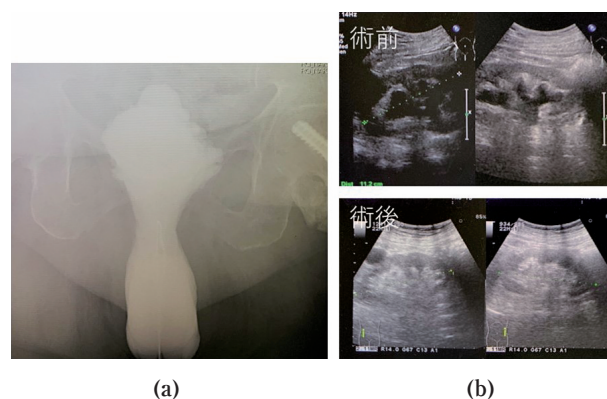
(a) Cystography shows prominent cystocele and bladder trabeculation. (b) Ultrasonography before and after pelvic organ prolapse repair surgery.
